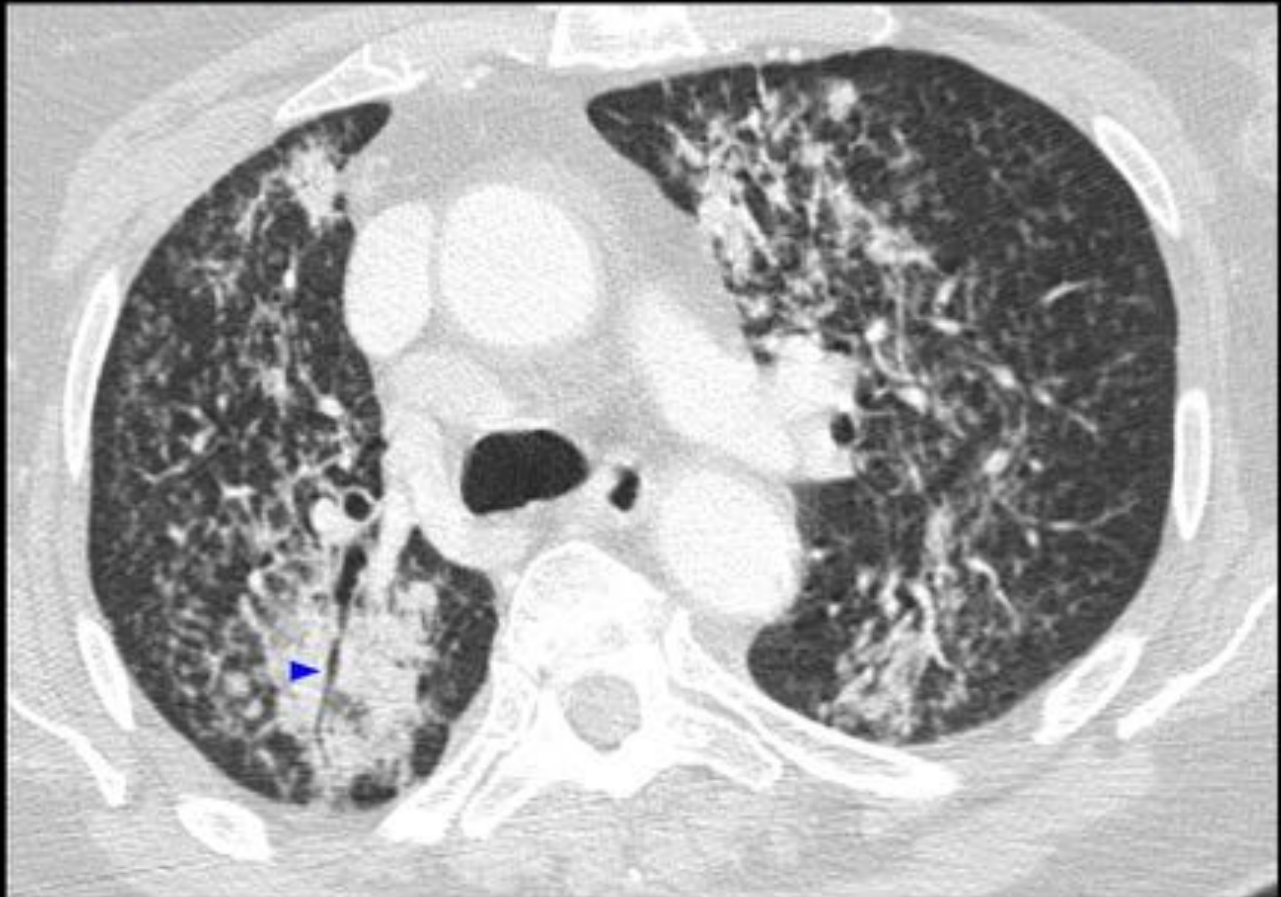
Patrón de Consolidación del Espacio aéreo y Patrón de Arbol en Brotes. Mujer de 70 años con metástasis de adenocarcinoma endometriode de ovario. Corte axial de TC. Áreas de consolidación parcheadas, con broncograma aéreo (punta de flecha); y patrón de árbol en brotes como signo de diseminación endobronquial.
